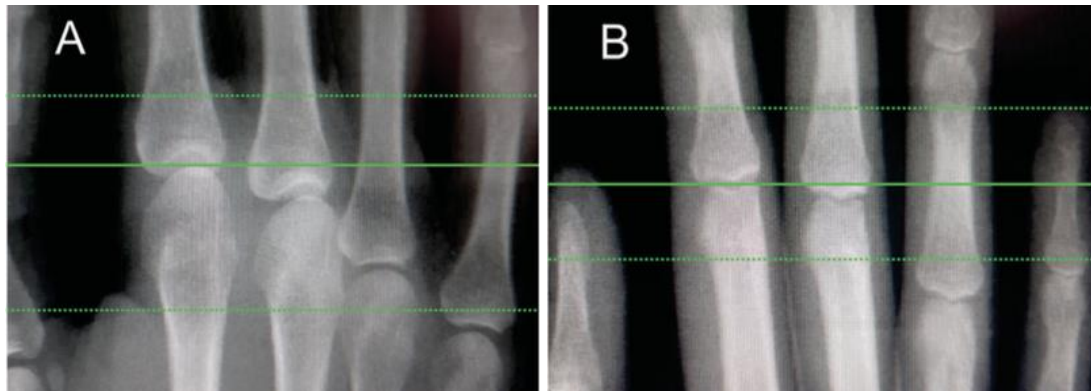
Radiografias geradas pela HR-pQCT para a região de interesse avaliada (região entre as linhas pontilhadas). O operador posiciona a linha de referência (linha contínua) no ponto médio da superfície articular côncava na base da cabeça do 2º metacarpo, estendendo-se 9,02 mm na direção distal e 18,04 mm na direção proximal (A). Para avaliação das articulações interfalângicas proximais, a linha de referência é colocada na 2ª falange proximal, estendendo-se 9,02 mm em ambas as direções (B) [Fonte: Figueiredo *et al.*, 2021a]
